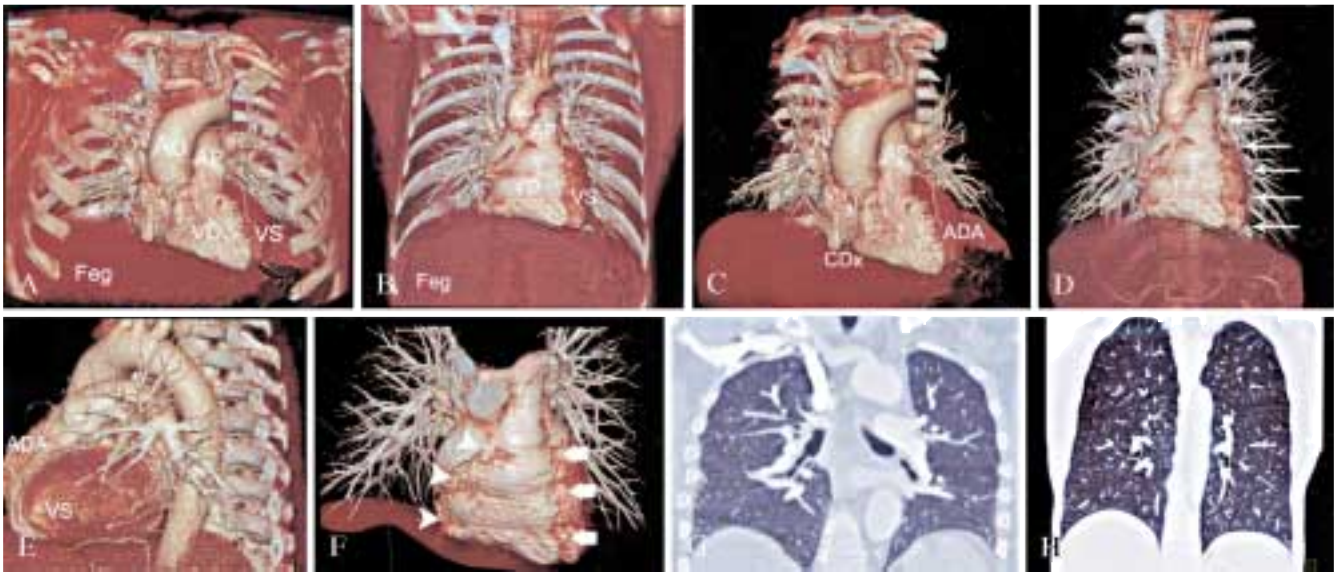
Esame Angio-TC del torace con scanner TCMS a 16 strati con gating cardiaco retrospettivo (A, C, E, G) e con protocollo convenzionale senza gating (B, D, F, H). Ricostruzione 3D Volume Rendering (VR) del torace con gating cardiaco (A) e senza gating (B): evidente è la completa assenza in A di artefatti da movimento cardiaco, con ottimale visualizzazione dell'aorta ascendente, del tronco comune dell'arteria polmonare e delle arterie coronarie. Ben visualizzate appaiono nel protocollo con gating cardiaco (C, E) le arterie coronarie; nell'esame senza gating (F) in corrispondenza dei solchi interventricolare anteriore (freccie spesse) ed atrio-ventricolare di destra (teste di freccie) non si apprezzano le arterie coronarie. In D (freccie sottili) si osservano irregolarità dei profili delle strutture mediastiniche determinate dai battiti cardiaci. In G ed H si osserva la superiore risoluzione spaziale a livello del parenchima polmonare nel protocollo senza gating dovuta alla differente modalità di ricostruzione delle immagini (AO= aorta; AP= arteria Polmonare; VS= ventricolo sinistro; VD= Ventricolo destro; Feg= fegato; ADA= arteria discendente anteriore; CDx=arteria coronaria destra).
